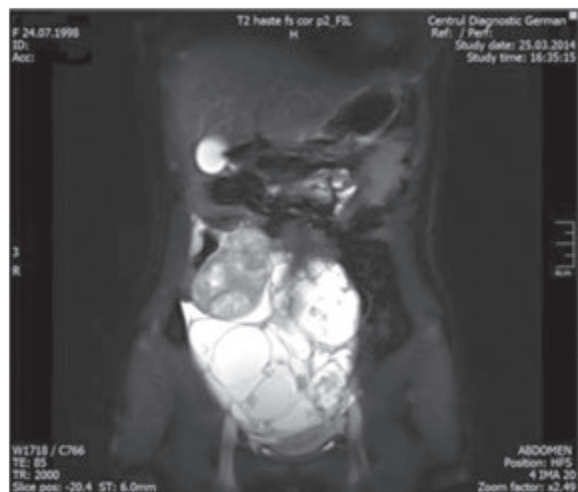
IRM (T2W): tumoare Sertoli-Leydig a ovarului stâng (20.1x15.9x15.77 cm)
